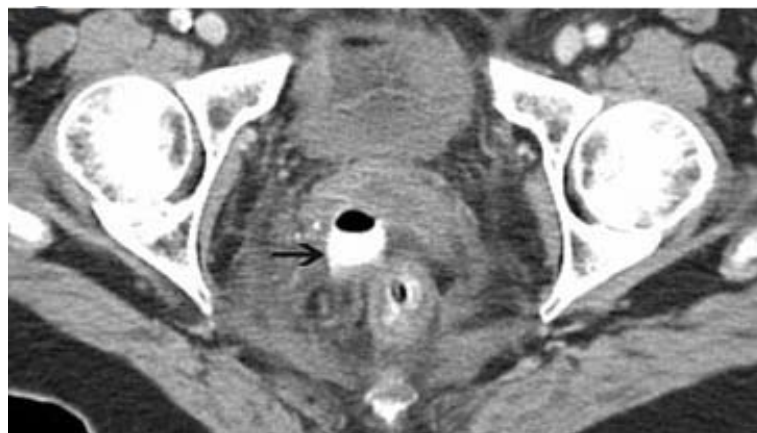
Fuite anastomotique chez une patiente chez qui a été réalisée une anastomose colo-rectale ultra basse, sans réservoir colique. a Une coupe TDM avec lavement aux hydrosolubles, passant par l'anastomose, visualise une bulle d'air antérieure extradigestive. b Une coupe axiale, réalisée plus haut, confirme la fuite anastomotique, en individualisant une collection (flèche) contenant du produit de contraste.
